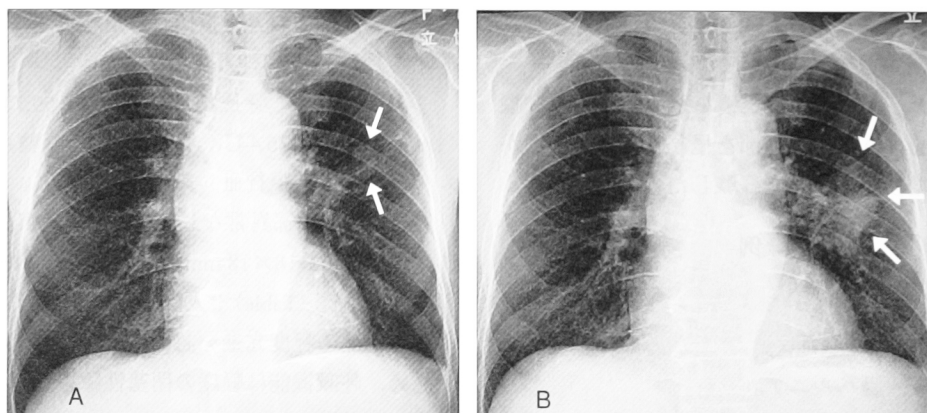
Chest radiograph in July 2005 showed a small nodular shadow (arrow) (A). Chest radiograph in May 2006 showed progression of the nodular shadow (B).
